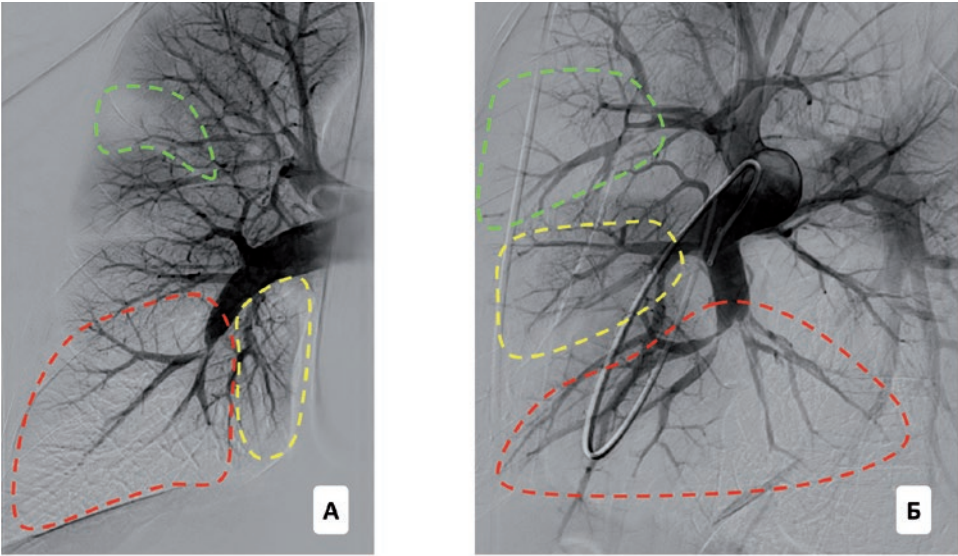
Ангиограммы правой лёгочной артерии в прямой (А) и левой косой (Б) проекциях: определяются зоны снижения перфузии в нижней доле (красный пунктир), средней доле (желтый пунктир) и С3 сегменте верхней доли (зеленый пунктир) правого лёгкого. Визуализируются различные по характеру поражения на уровне сегментарных и субсегментарных ветвей [из архива Данилова Н.М., неопубликованные данные]
